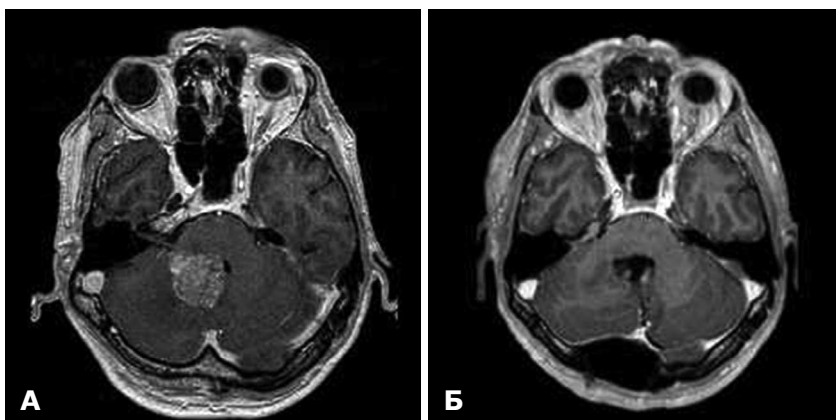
МРТ головного мозку з контрастним підсиленням пацієнта із солітарним метастазом у проекції IV шлуночка із залученням стовбурових відділів мозку (А), який було субтотально видалено (Б)
